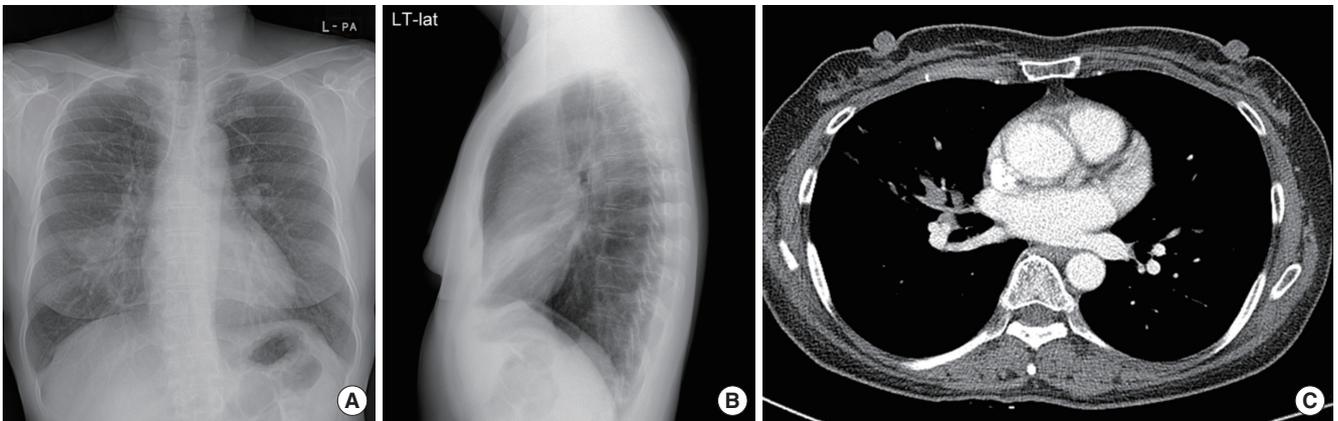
(A, B) Chest X-ray shows consolidation in right middle lobe. (C) Chest computed to-mography shows soft tissue density obstructing right middle lobe bronchus.
